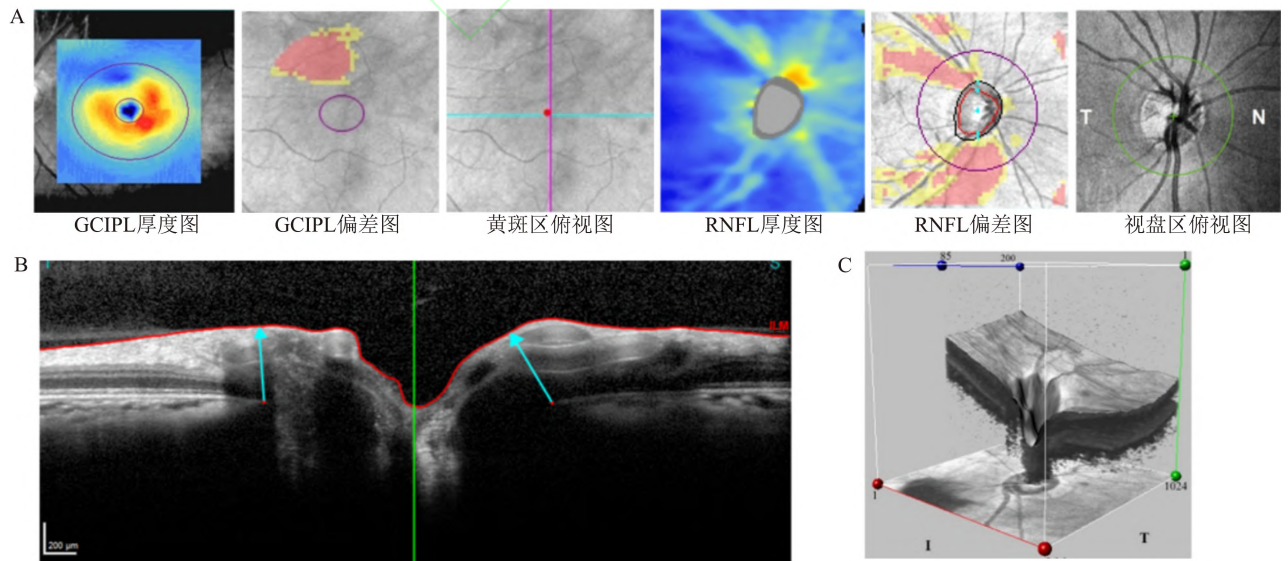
基于光学相干断层扫描(optical coherence tomography, OCT)不同类型输入的深度学习模型
